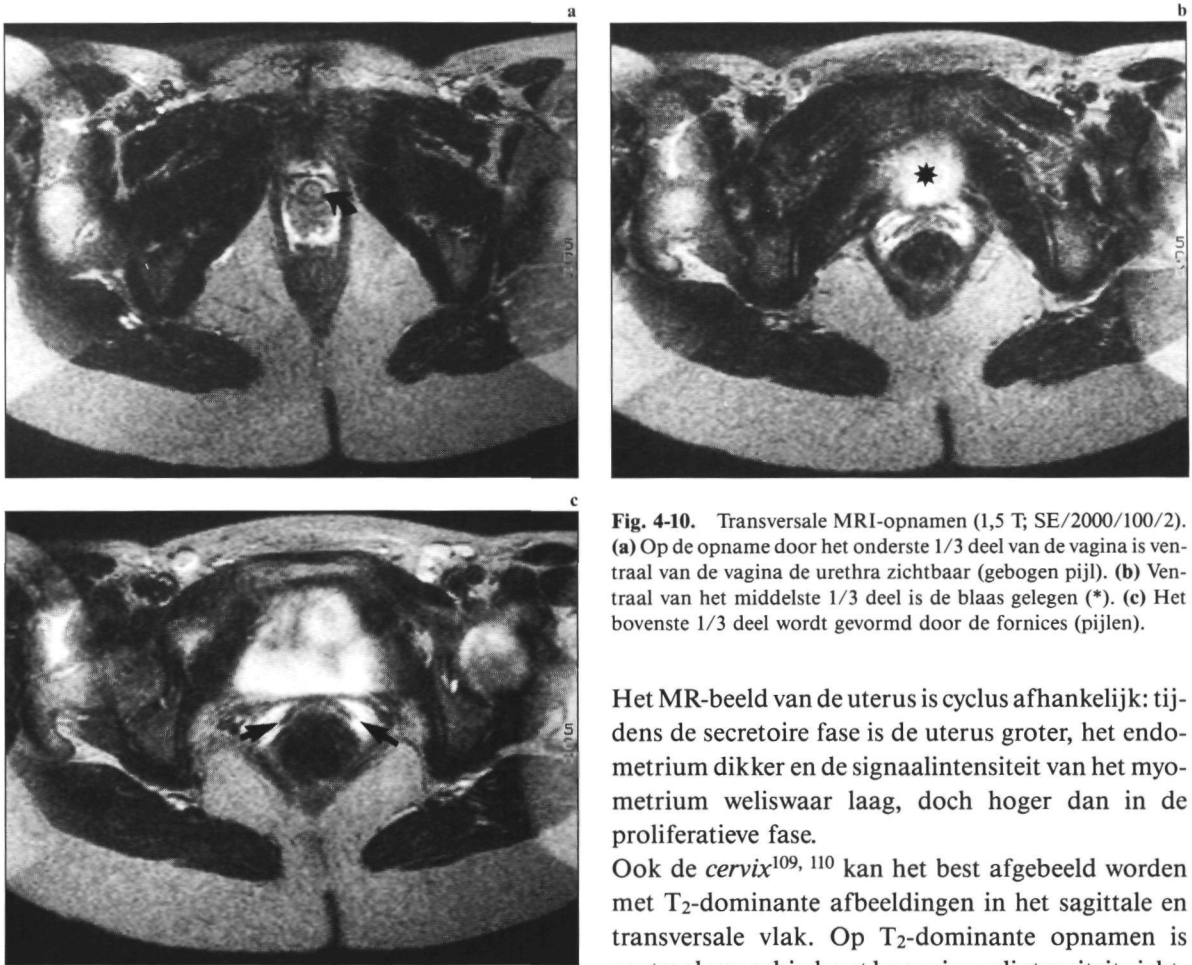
Transversale MRI-opnamen (1,5 T; SE/2000/100/2). (a) Op de opname door het onderste 1/3 deel van de vagina is ventraal van de vagina de urethra zichtbaar (gebogen pijl). (b) Ventraal van het middelste 1/3 deel is de blaas gelegen (*). (c) Het bovenste 1/3 deel wordt gevormd door de fornices (pijlen).
